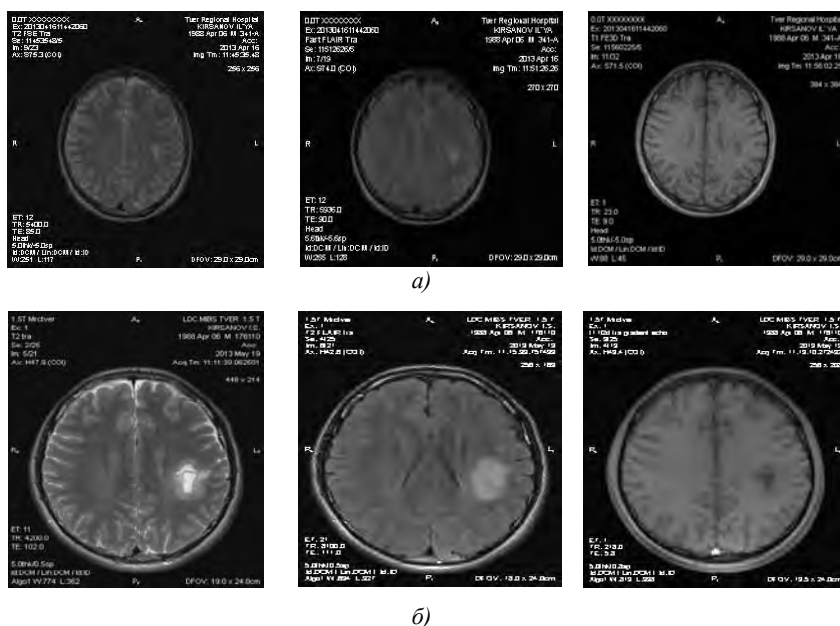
МРТ головного мозга в дебюте (а) и через месяц после дебюта (б) заболевания (описание в тексте)
